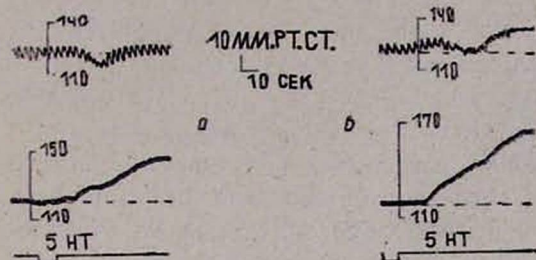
Влияние внутрикаротидного введения серотонина в дозе 10 $\mu\text{кг/кг}$ на сопротивление козговых сосудов до (А) и после (Б) внутрикаротидной инфузии ганглиозидов (500 $\mu\text{кг/кг}$). Обозначения те же.
